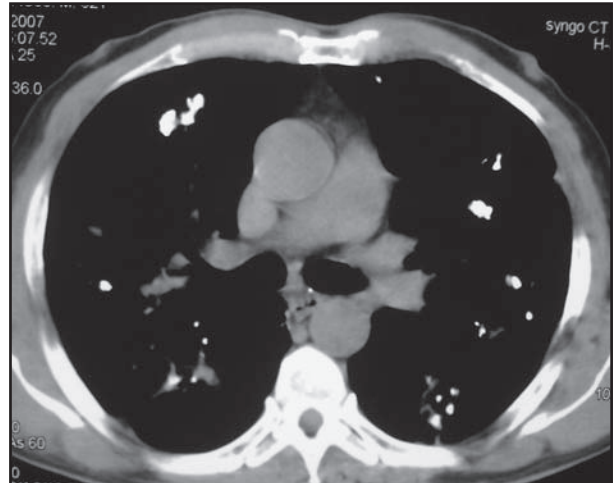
TC de tórax (janela para mediastino) mostrando calcificações grosseiras associadas às opacidades pulmonares grosseiras descritas na imagem anterior.
